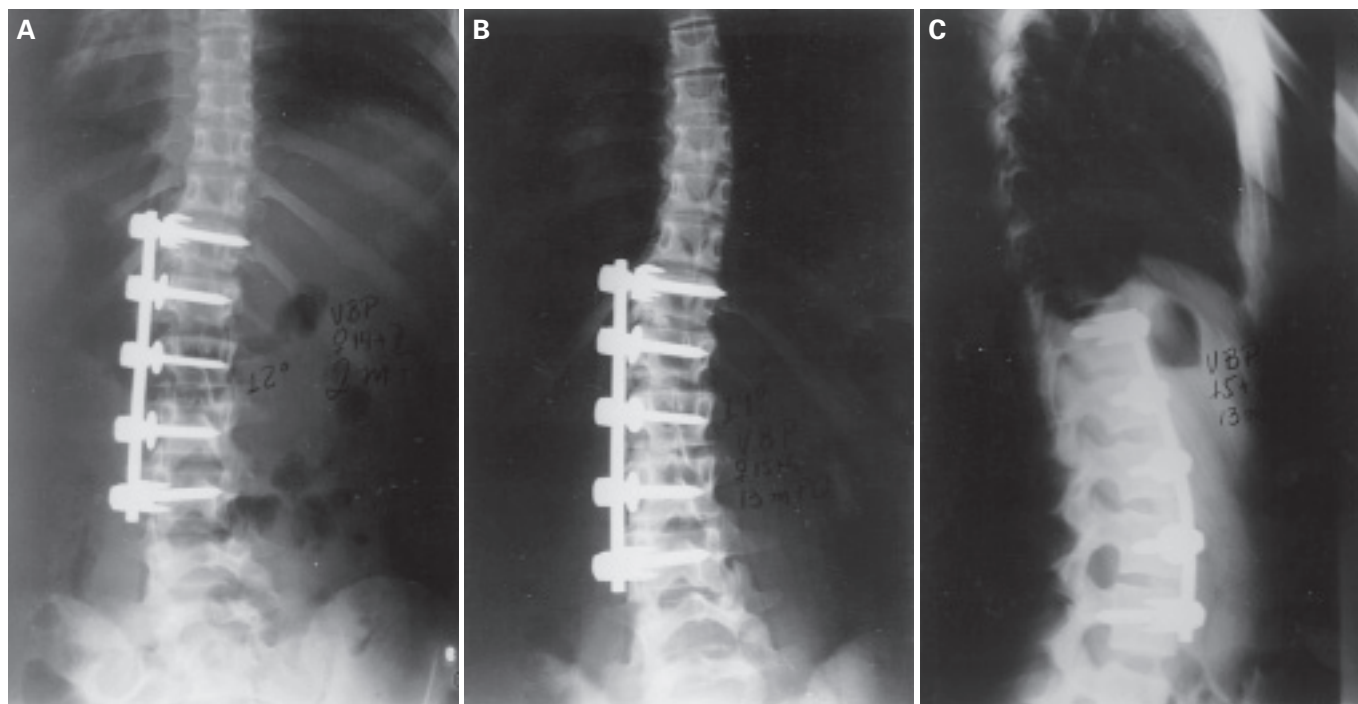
A) Radiografia pós-operatória em AP. Observar que a área de artrodese não abrange toda a curva e com grande correção. B) Radiografia em AP com 13 meses de pós-operatório. C) Radiografia em perfil com 13 meses de pós-operatório.
